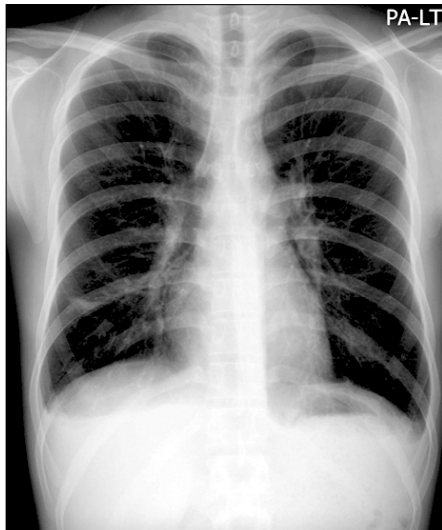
Chest radiography from 25 years old patient shows bilateral pleural effusion, patchy consolidation and increased interstitial marking of right lower lung field.
